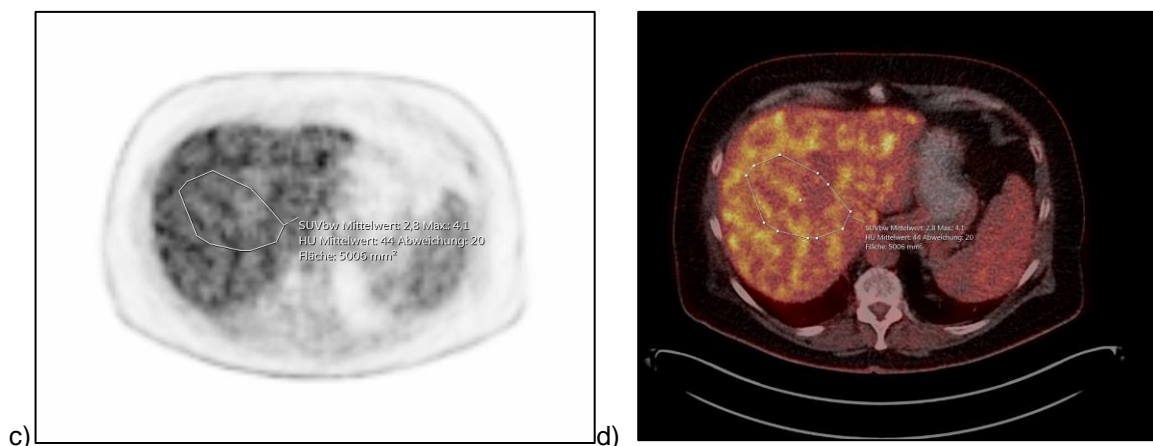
Messung des mittleren SUV ( $SUV_{mean}$ ) der Leber mit VOI a) PET in axialer Schnittführung, b) Fusionierte-PET/CT in axialer Schnittführung.
